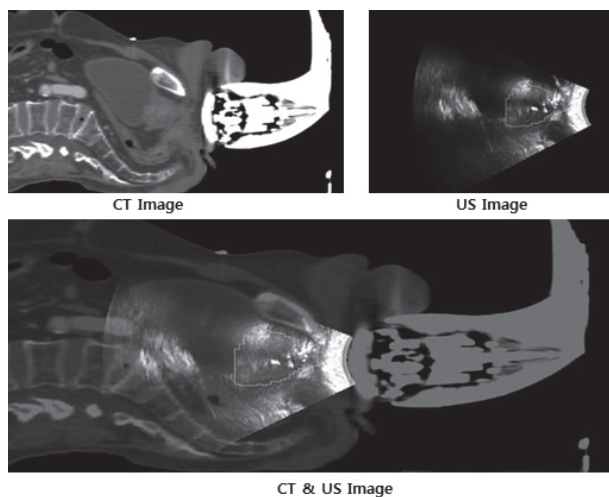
Image fusion of CT and US images
